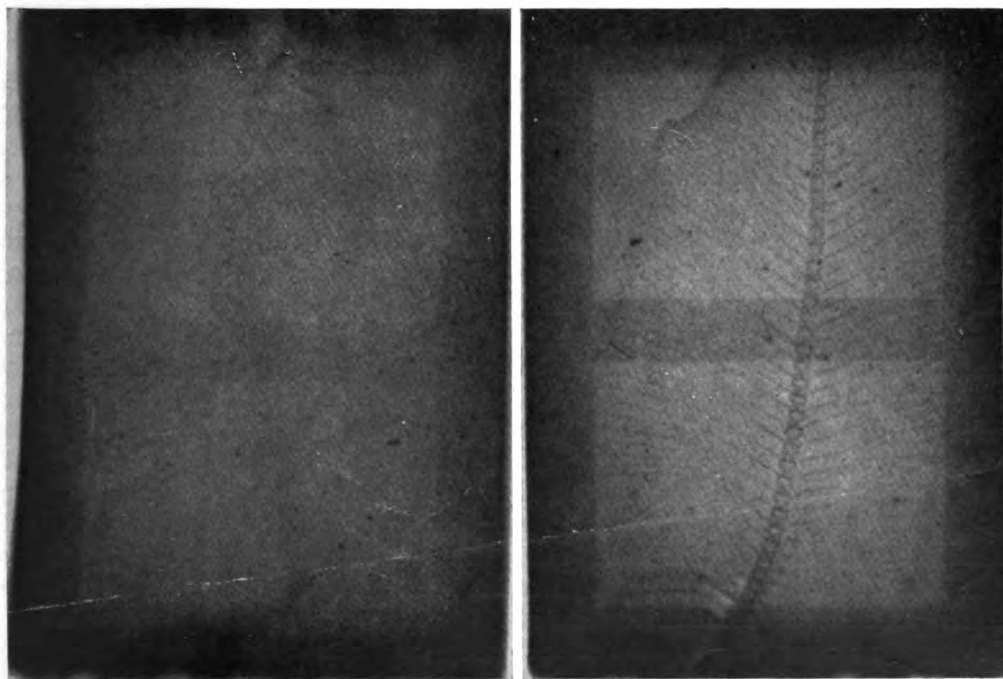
bis. — Même radiographie mais à travers une épaisseur de 10 centimètres d'eau.
